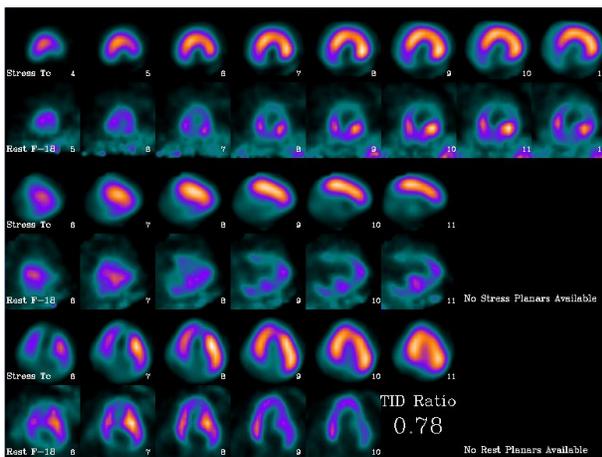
Myocardial perfusion SPECT image and myocardial PET image
